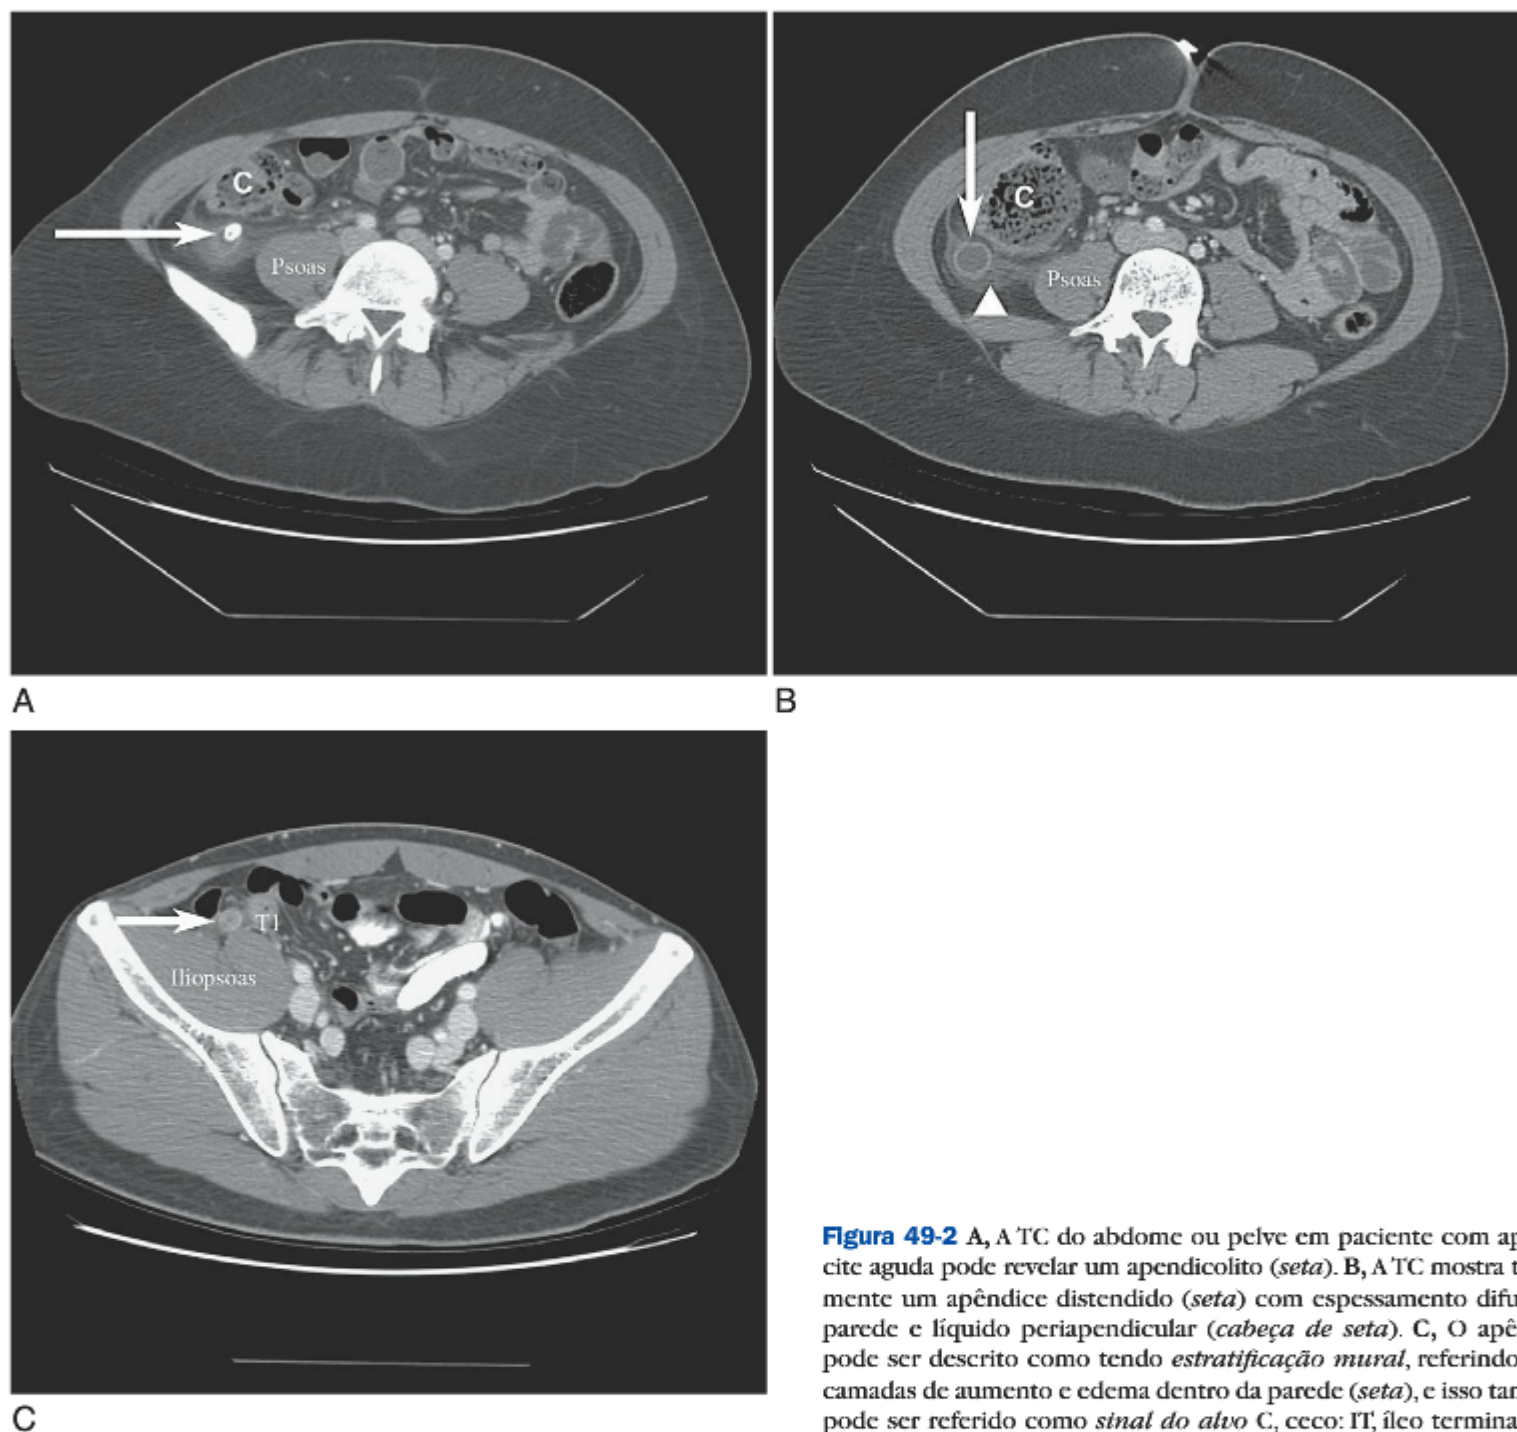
A, A TC do abdome ou pelve em paciente com apendicite aguda pode revelar um apendicolito (*seta*). B, A TC mostra tipicamente um apêndice distendido (*seta*) com espessamento difuso da parede e líquido periapendicular (*cabeça de seta*). C, O apêndice pode ser descrito como tendo *estratificação mural*, referindo-se às camadas de aumento e edema dentro da parede (*seta*), e isso também pode ser referido como *sinal do alvo*. C, ceco; IT, íleo terminal.
